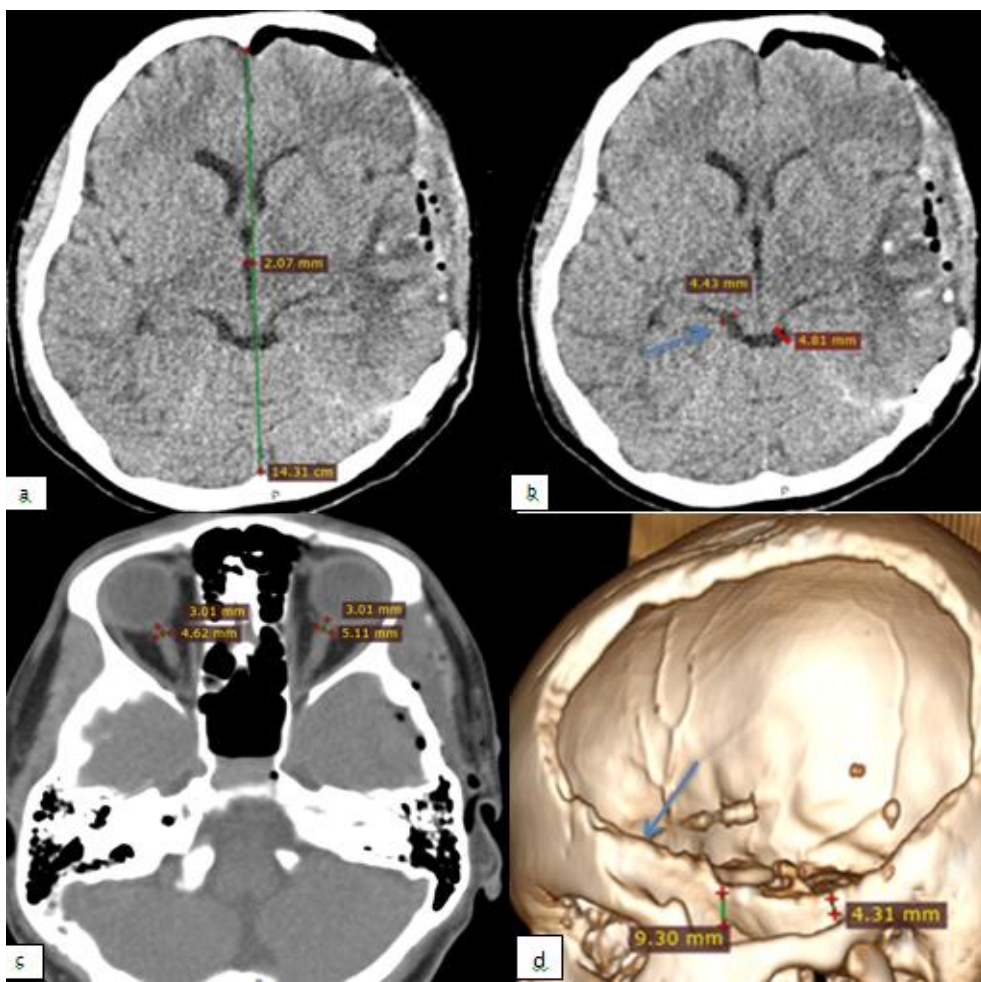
Измерения по КТ изображениям после операции РДТЧ с ЦТ. а) регресс дислокационного синдрома б) восстановление размеров обводной цистерны с) уменьшение размеров ДЗН до 5,1мм слева д) 3-Д реконструкция послеоперационного дефекта черепа, ширина костного мостика остаточной части височной кости 9,3мм (стрелка)
